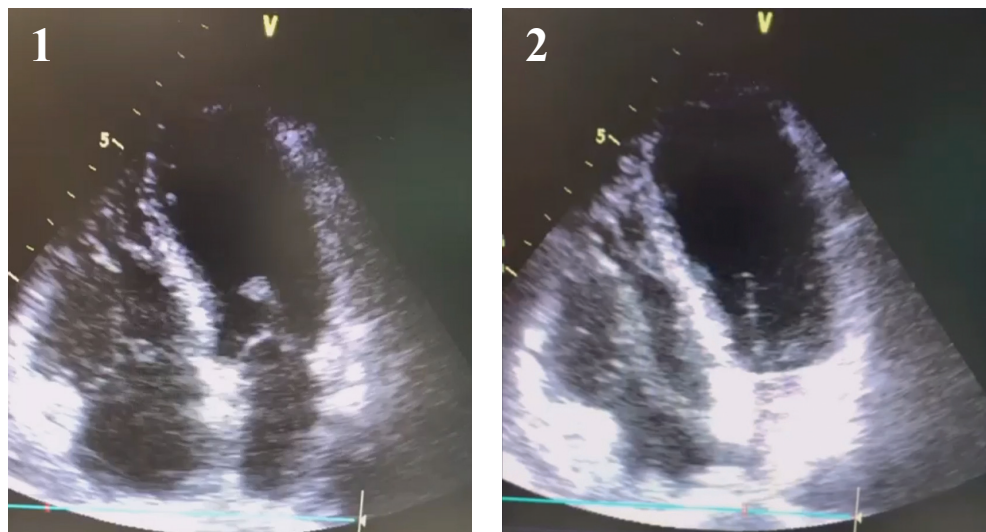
A: *Ecocardiograma transtorácico com imagem hipoeecóica na cavidade atrial esquerda e direita, estendendo-se para os ventrículos esquerdo e direito, respectivamente; B: Ausência de trombo interatrial após terapia medicamentosa.
